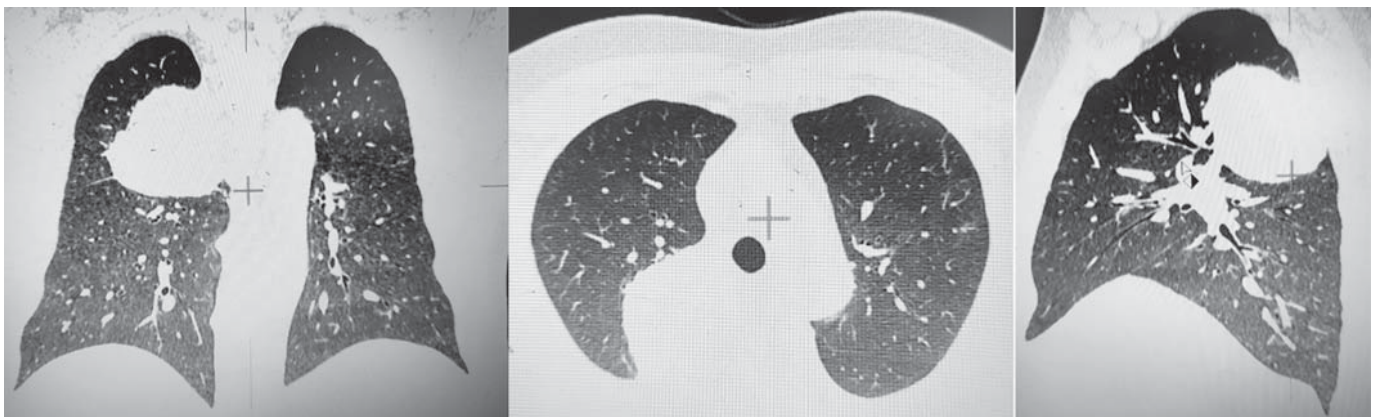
КТ ОГП хворого А. – об'ємне паравертебральне утворення справа, бронхогенна кіста?
